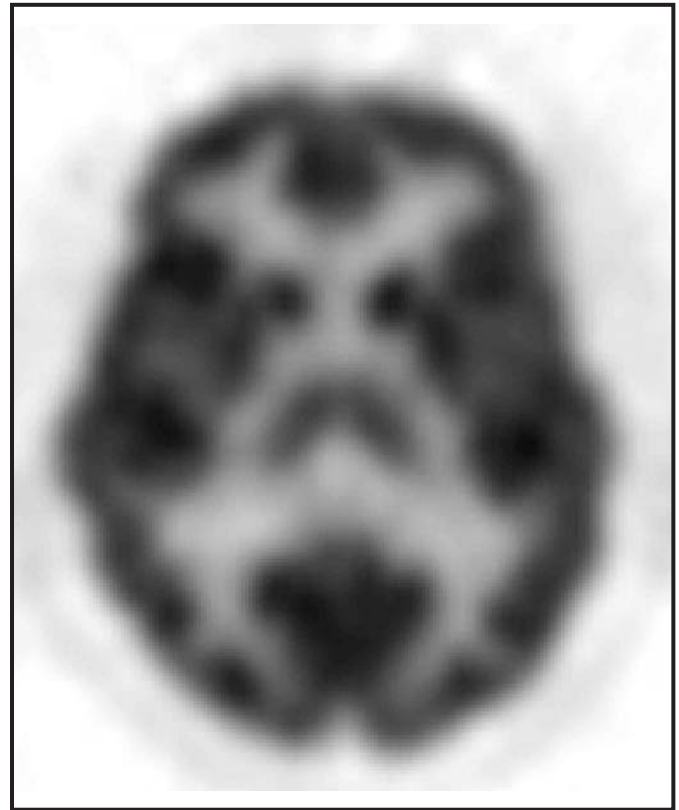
Corte axial correspondiente a los núcleos de la base de un estudio PET-¹⁸F-FDG de cerebro normal. Se aprecia mayor captación del radiofármaco en corteza y núcleos de la base y tálamos; la sustancia blanca presenta una captación casi nula (detalle de la figura 6.1).
